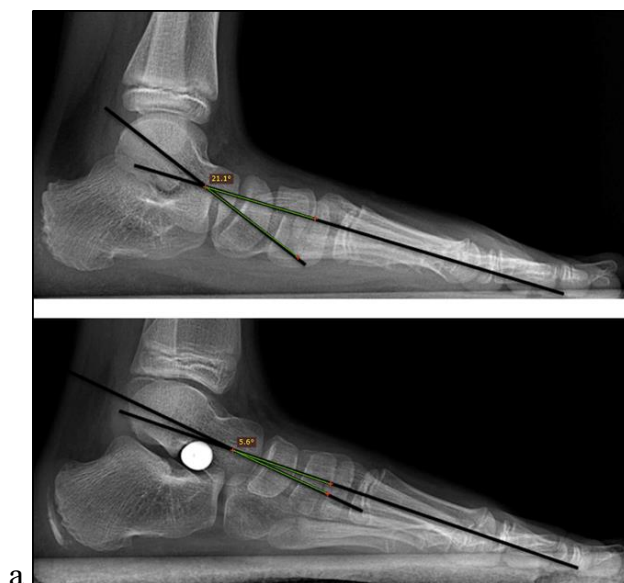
Рентгенограммы пациентки с диагнозом ПВДС правой стопы 3 степени. Вверху – до операции, Таранно-1-плюсневый угол равен 21,1°. Внизу – после операции, таранно-1-плюсневый угол равен 5-6°.
